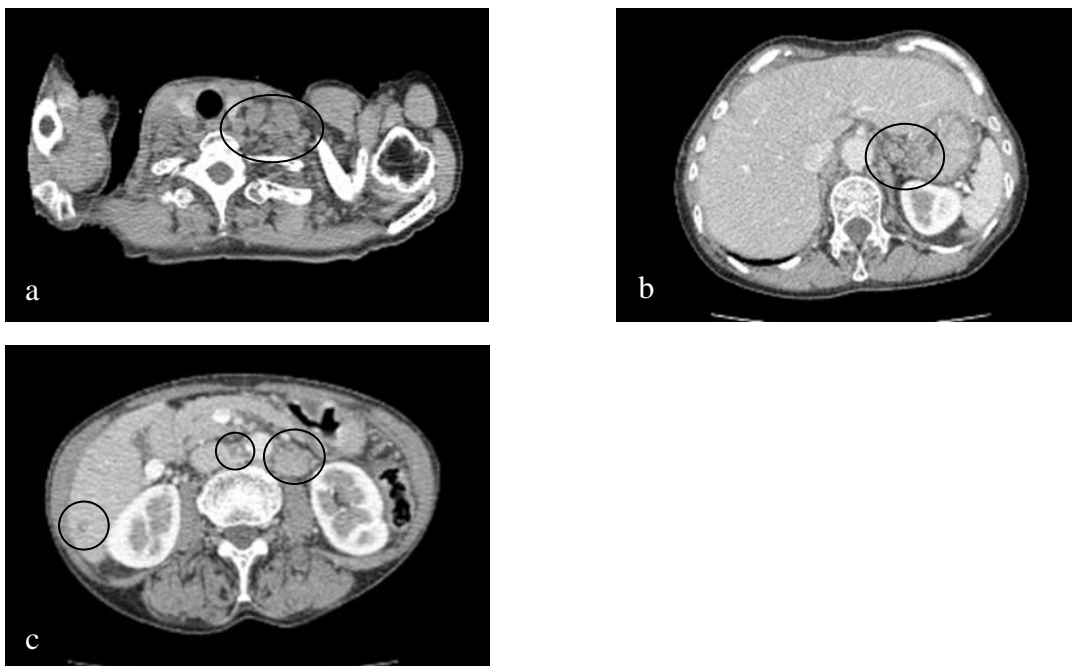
Computed tomography (CT) findings at diagnosis
